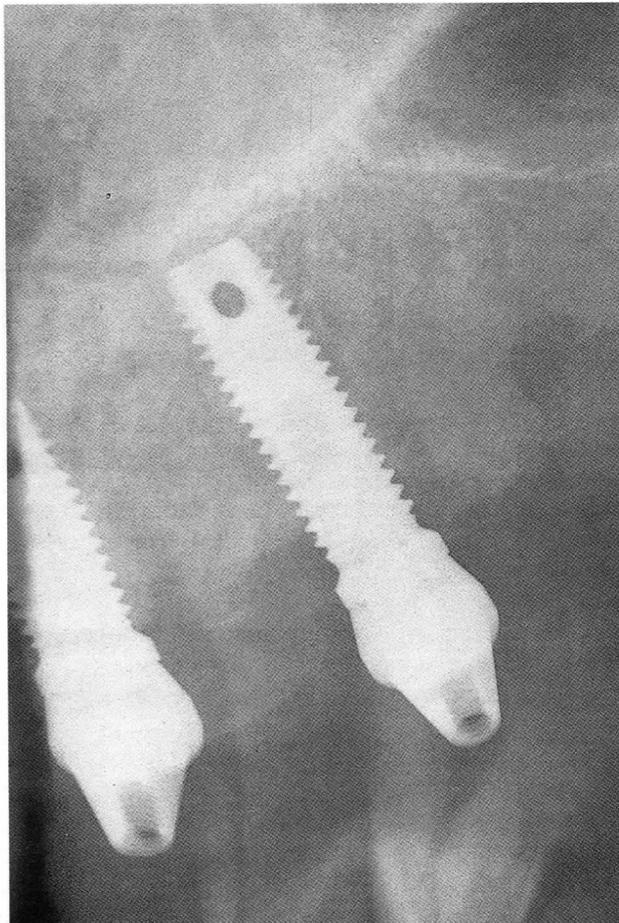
Radiografías intraorales que muestran un buen asentamiento de los pilares sobre las fijaciones.
